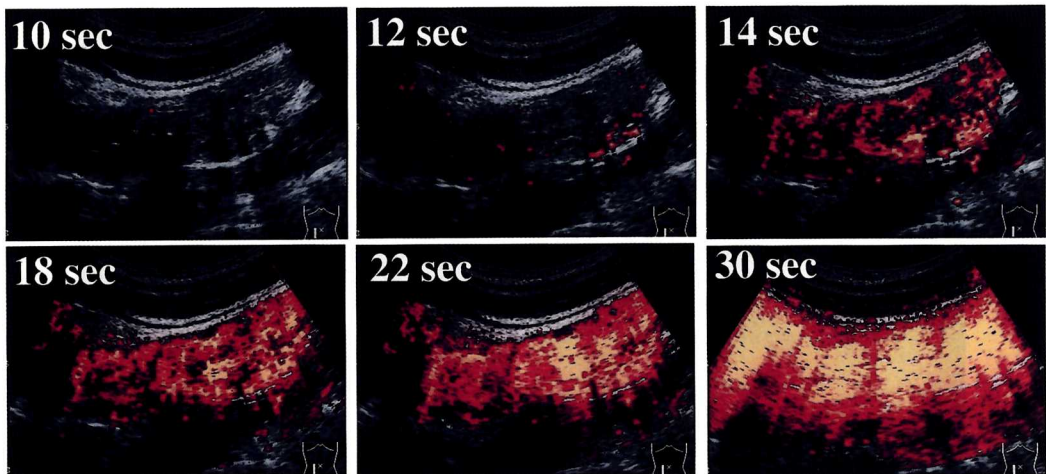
Contrast enhancement power Doppler imaging of Crohn's disease before treatment. Blood flow signals at the cecum were hypervascular.
